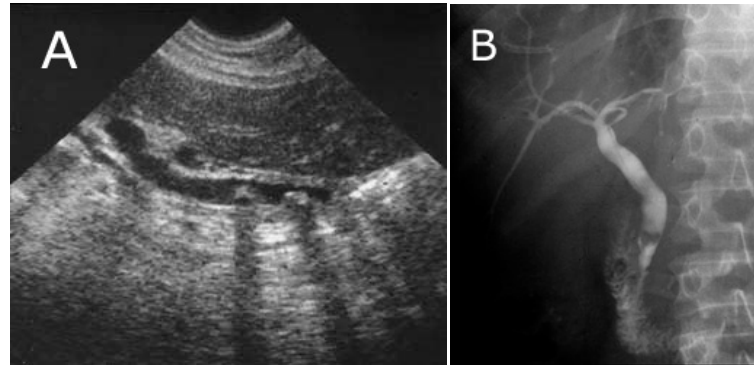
A- Ecografía abdominal que muestra dos imágenes ecogénicas, con sombra acústica. La vía biliar extrahepática se visualiza en toda en su extensión, motivo por el cual no sólo es posible determinar el nivel sino también la causa de la obstrucción. B- CTPH. Confirma la presencia de dos cálculos en el colédoco distal, que al momento de la CTPH no producía obstrucción; puede verse como el medio de contraste ha pasado al duodeno, y que el grado de dilatación de la vía biliar es leve y no compromete a la vía biliar intrahepática.
